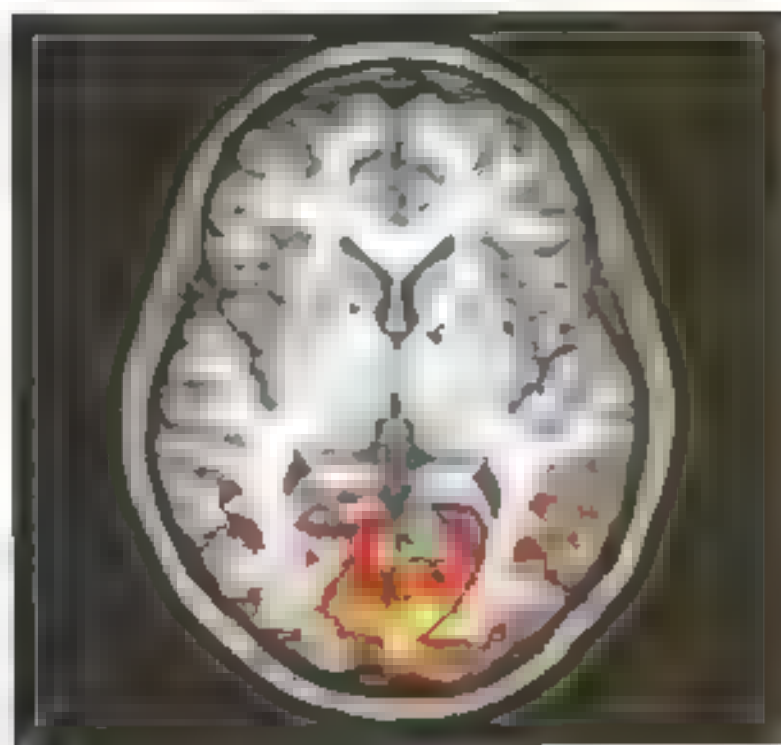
Ressonância magnética funcional: A massa colorida representa as áreas visuais do mar do Y, ativadas pelo luz. (Cortesia do Dr. Marco Antônio Rodulfo)
